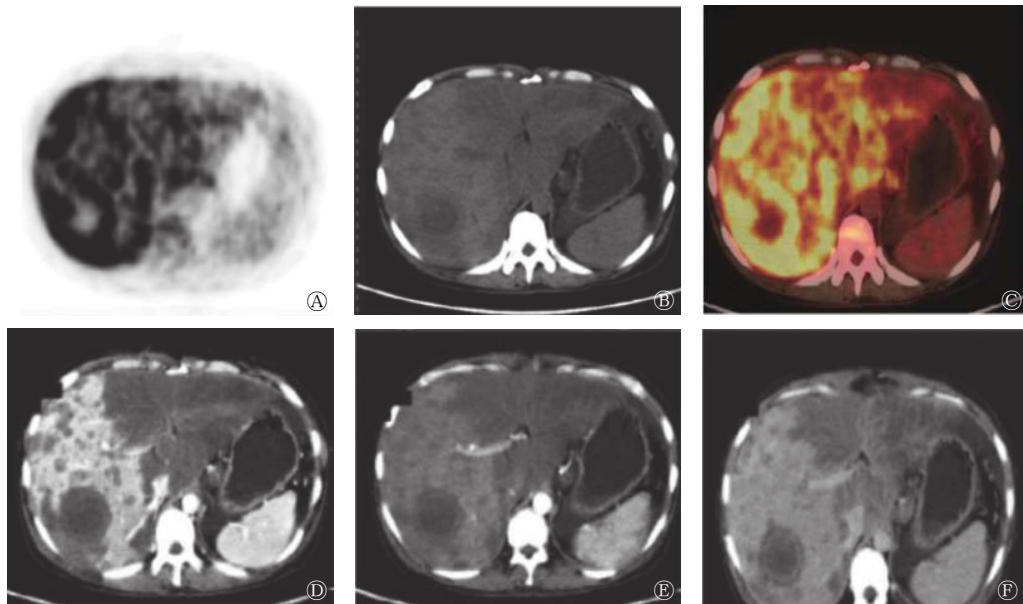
肝上皮样血管内皮瘤患者(女性, 39 岁)的¹⁸F-FDG PET/CT 显像和肝脏Ⅲ期 CT 增强扫描图 图中, A: PET 示肝脏代谢弥漫不均匀增高, 局部代谢缺损; B: CT 示肝脏体积增大伴密度弥漫不均匀减低, 肝右叶示类圆形低密度病灶; C: PET/CT 融合图像示肝右叶类圆形病灶中心代谢缺损, 且肝左叶密度较低处代谢相对减低。D~F: 分别为动脉期、门脉期和延迟期 CT 增强显像图, 示肝右叶大部分呈明显强化, 另肝右叶类圆形病灶边缘呈环形低密度, 内侧呈环状相对高密度, 中心呈低密度, 由外到内“低-高-低”呈“靶征”强化, 并可见肝右叶粗大血管穿行。FDG: 氟脱氧葡萄糖; PET: 正电子发射断层显像术; CT: 计算机体层摄影术
